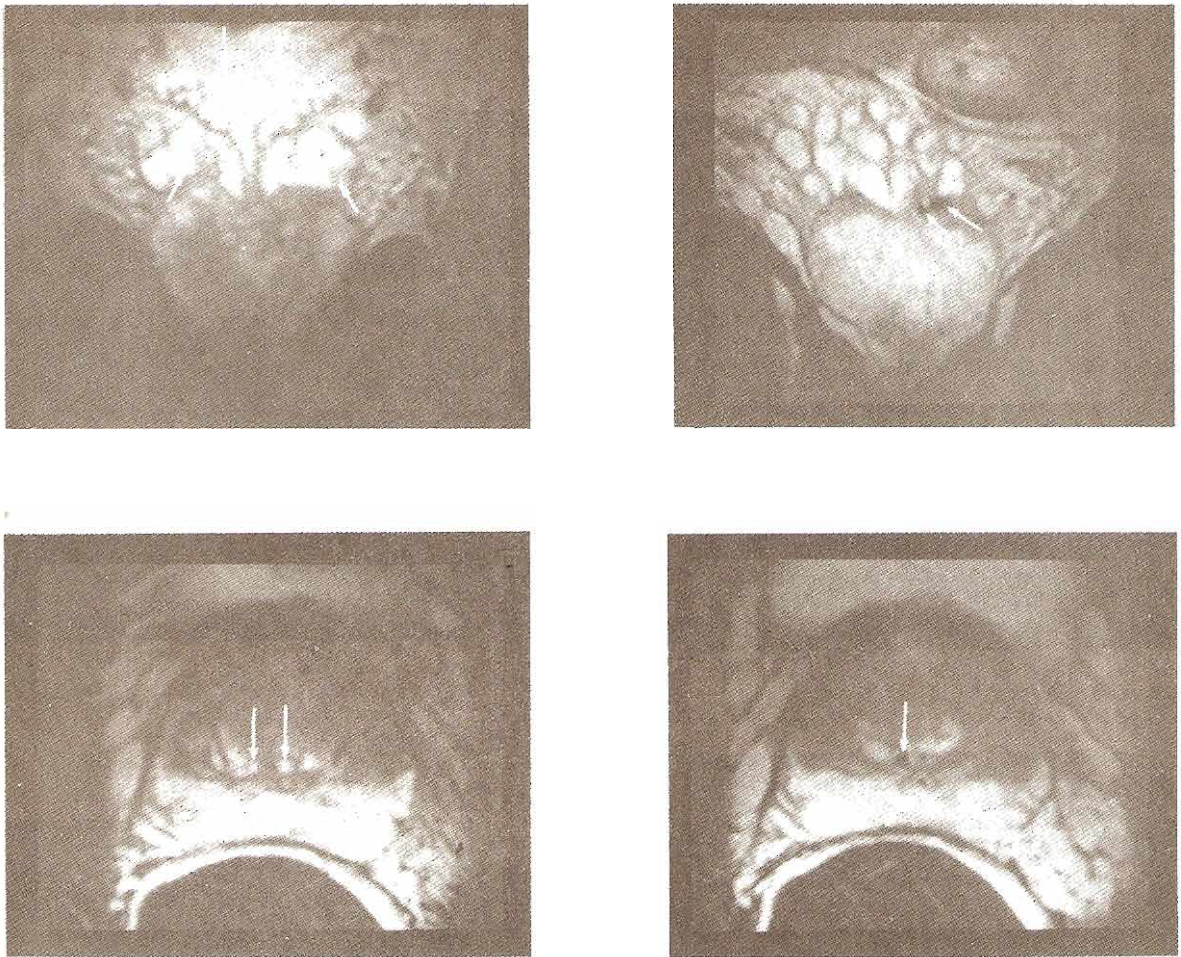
Examen IRM de vesículas seminales, conductos deferentes y conductos eyaculatorios. Arriba izquierda: En imágenes ponderadas en T2, vesículas seminales, conductos deferentes y conductos eyaculatorios normales. El ámpula de los conductos deferentes (flechas largas) tienen una señal de alta intensidad normal en imágenes ponderadas en T2 y están inmediatamente mediales a las vesículas seminales (flechas cortas). Las vesículas seminales tienen también una señal de alta intensidad y están sobrepuestas a la próstata. Arriba derecha: Cálculos en la vesícula seminal y en los conductos deferentes proximales y porción media de la vesícula seminal en el lado izquierdo (flechas). Paciente con antecedentes de prostatitis, dolor prostático y eyaculación hemorrágica. Abajo izquierda: Imágenes axiales ponderadas en T2 que atraviesan la próstata. La zona periférica tiene una señal de alta intensidad que es normal. Los conductos eyaculatorios normales (flechas) se identifican como dos pequeños focos con señal de alta intensidad dentro de la zona central de baja intensidad. Abajo derecha: Imágenes axiales ponderadas en T2 que cortan la próstata y que revelan cálculos con señales de baja intensidad (flecha) en el conducto eyaculatorio derecho (mismo paciente que en la imagen superior derecha).
